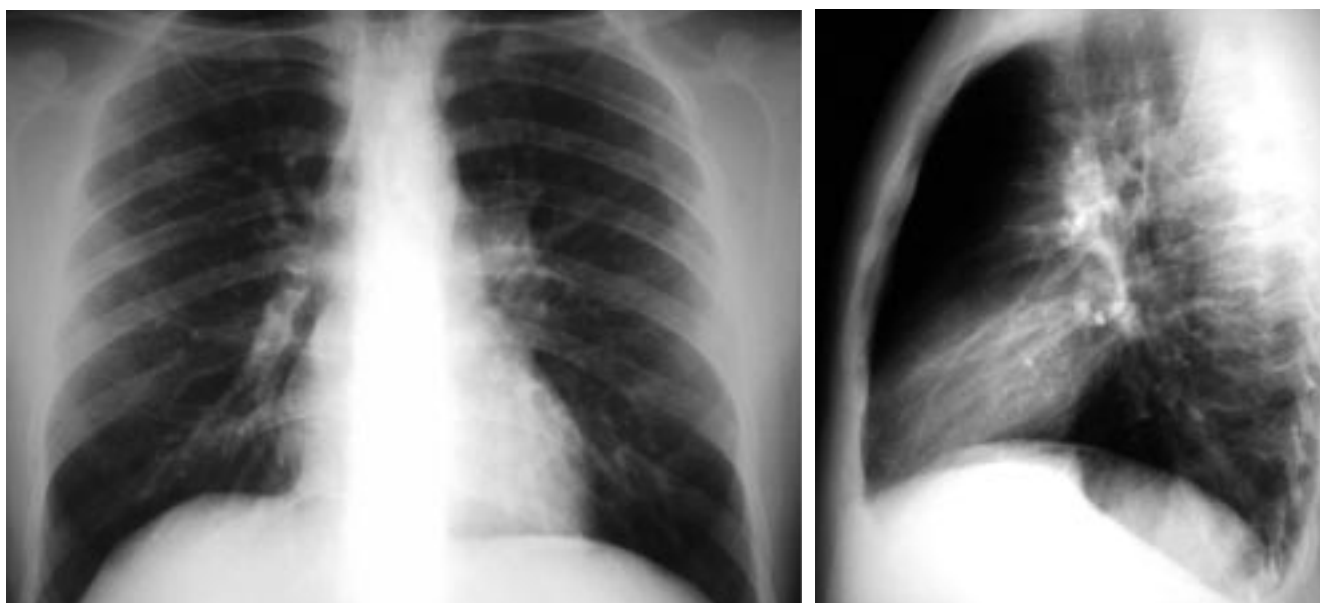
Radiografía Tórax. 8 días después del ingreso. Desaparecen infiltrados de ocupación alveolar.
